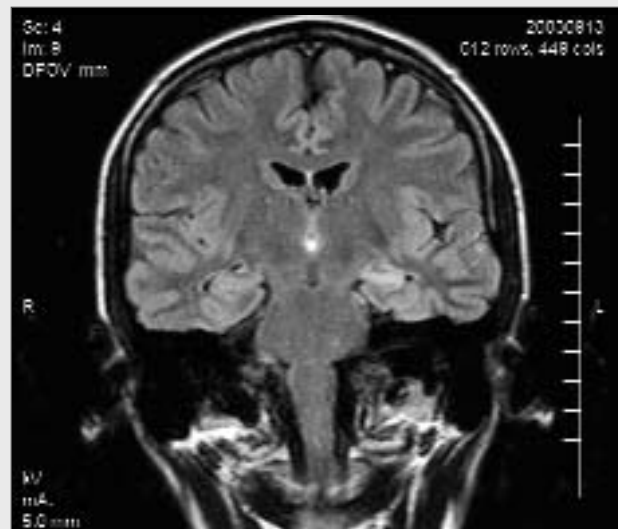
Hippokampussklerose links. Koronare FLAIR.
